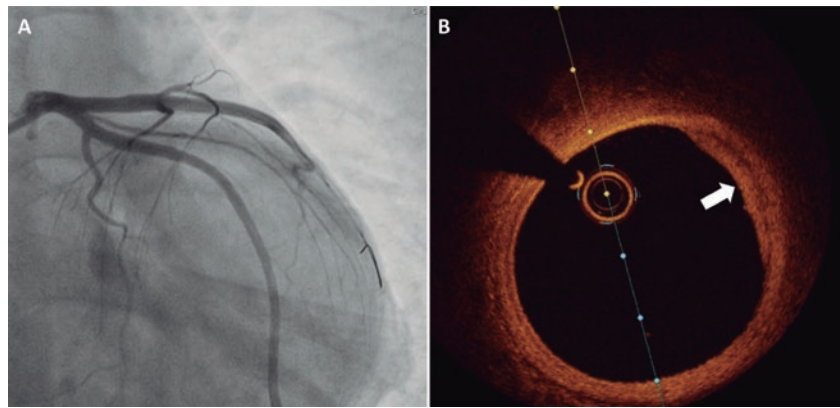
A: nueva valoración mediante coronariografía invasiva sin rastro del defecto de llenado previo en el segmento proximal de la descendente anterior. B: la tomografía de coherencia óptica de esta región revela una placa aterosclerótica fibroadiposa sin signos de inestabilidad.
